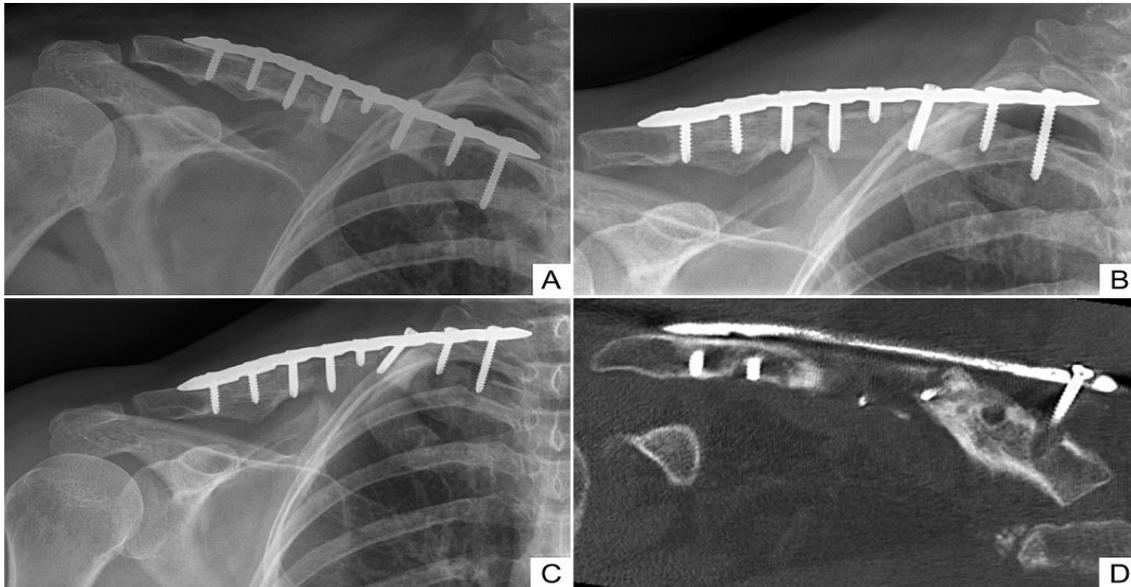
Secuencia de fractura de clavícula tratada mediante osteosíntesis con placa y tornillos: A.- Radiografía inicial; B.- Radiografía a los dos meses de la intervención quirúrgica (perdida de fijación en el segmento proximal); C.- Radiografía a los cinco meses postquirúrgicos (perdida de fijación y osteolisis alrededor de los tornillos); D.- TAC coronal a los cinco meses postquirúrgicos (osteolisis, pérdida de fijación y desplazamiento de la fractura).
